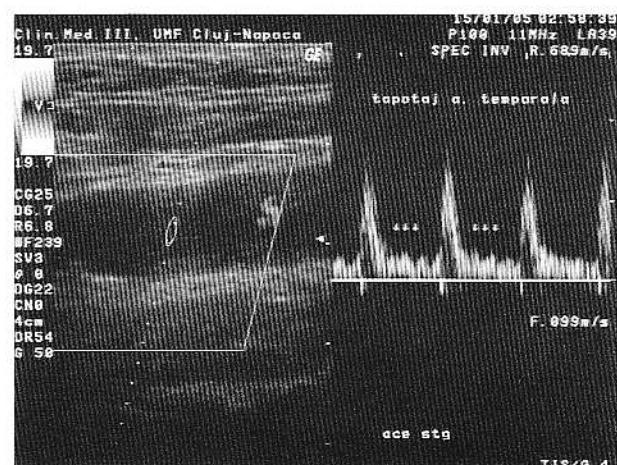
Tapotajul arterei temporale stângi realizează inflexiuni pe pantă descendantă a curbei Doppler a ACE stângi, permitând identificarea acesteia.
